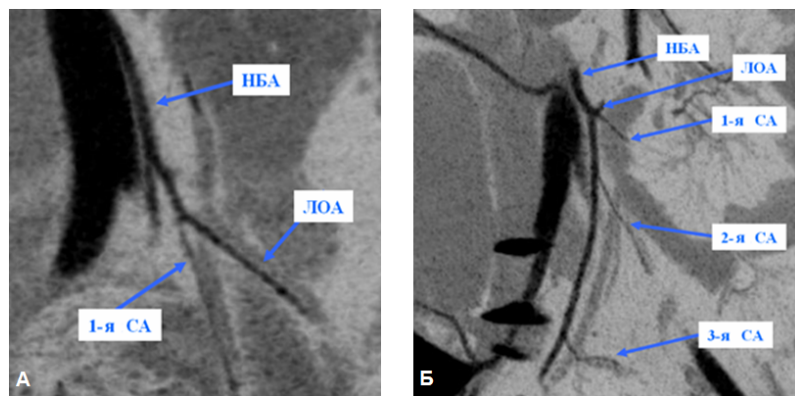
Стволовой (ободочно-сигмовидный) тип ветвления нижней брыжеечной артерии. А – моносигмовидный подтип (МСКТ, пегМР, криволинейная реконструкция); Б – трисигмовидный подтип (МСКТ, пегМР, фронтальная плоскость). Обозначения: НБА – нижняя брыжеечная артерия; ЛОА – левая ободочная артерия; СА – сигмовидная артерия.
